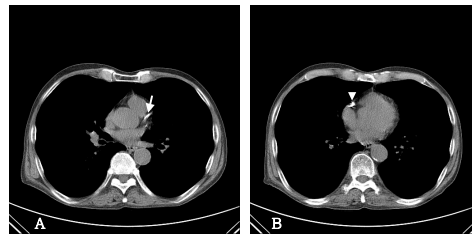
A 71-year old man with dust-exposed duration of 30years. Axial low-dose CT images reveal the severe calcification in the left anterior descending artery with calcium score of 472.2 (A, white arrow) and in the right coronary artery with calcium score of 2125.6 (B, arrow head).
